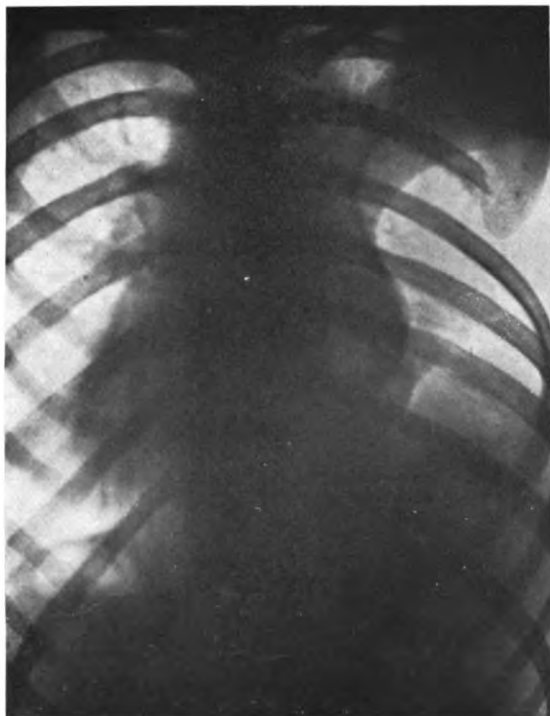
Röntgenbild der Brustorgane und des Thorax nach Exstirpation des Teratoms und nach Thorakoplastik. Das Herz ist in die normale Lage zurückgekehrt, ja sogar durch Narbenzug nunmehr nach rechts verlagert.
